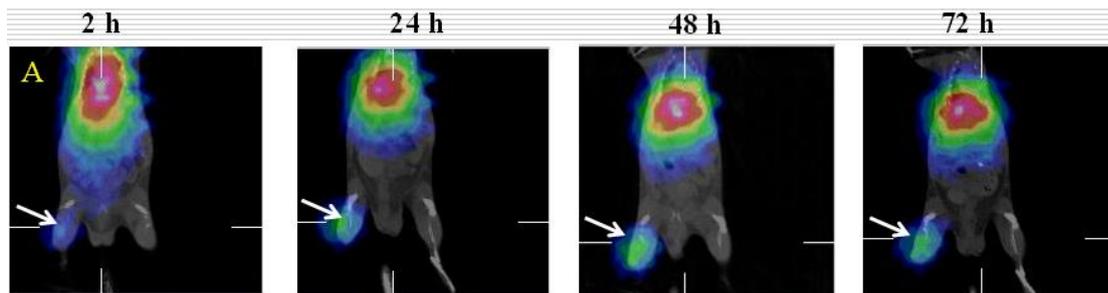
In-111-liposome 在 LS-174T 裸小鼠的腫瘤動物模式之 microSPECT/CT 之造影。白色箭頭處 LS-174T 腫瘤。結果顯示在此動物模式下，In-111-liposome 在腫瘤中的吸收效果良好。
